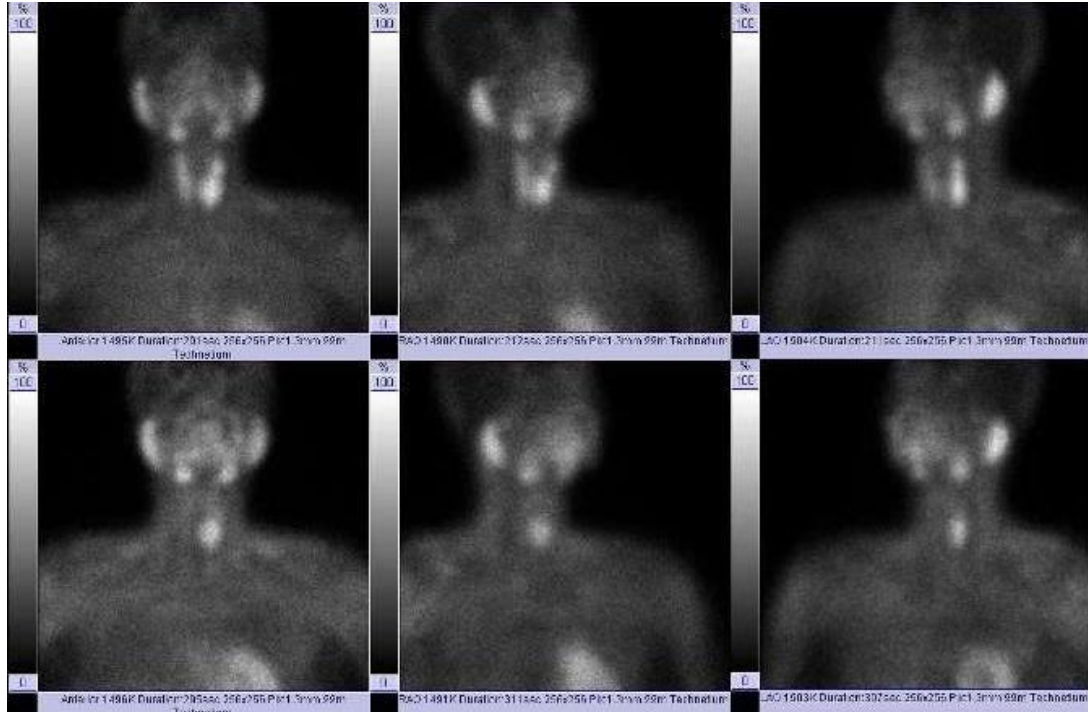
Normal paratiroid bezi sintigrafisi
